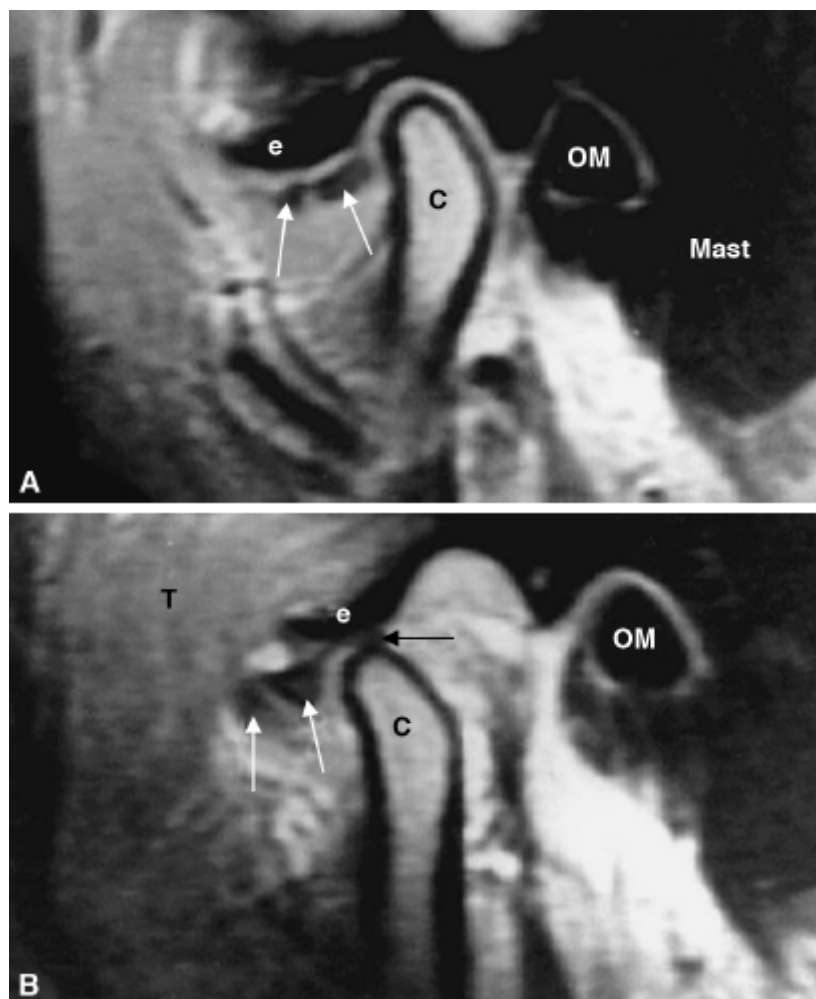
Ressonância magnética da articulação temporomandibular com boca fechada (A) e boca aberta (B). Deslocamento anterior do disco articular (*setas brancas*) sem redução na posição de boca aberta (*seta preta*: fibrose do ligamento retrodiscal). OM: orelha média; C: cabeça da mandíbula; e: eminência articular do osso temporal; Mast: mastoide; T: músculo temporal.
